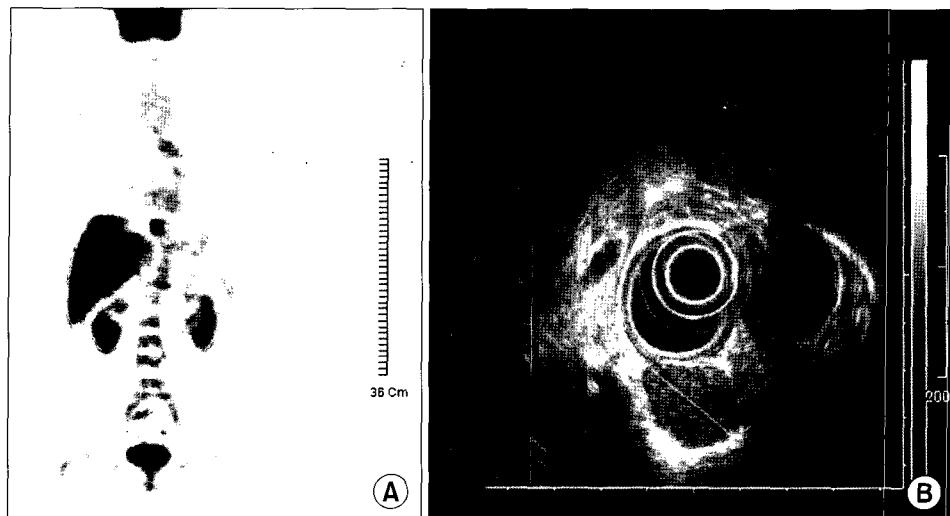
(A) PET-CT shows abnormal hypermetabolic FDG uptakes in the distal esophagus. (B) Endoscopic ultrasonography shows a homogeneous, near-isoechoic mass arising from the muscularis propria.
